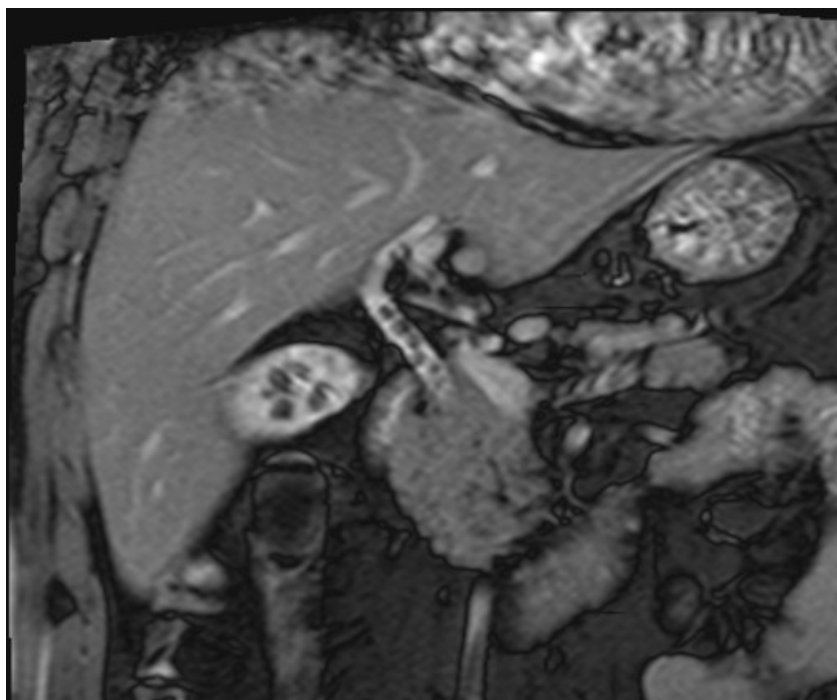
Фото МРТ больной П., И.Б. № 2715, поступившей на вторые сутки ОХ с лёгкой желтухой. Чётко определяются камни в желчном пузыре и общем жёлчном протоке.
